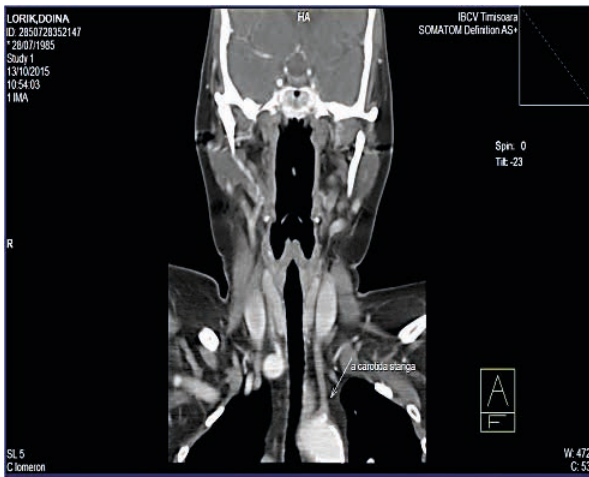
Angio-RMN carotidian. Ocluzie de carotidă externă stângă
